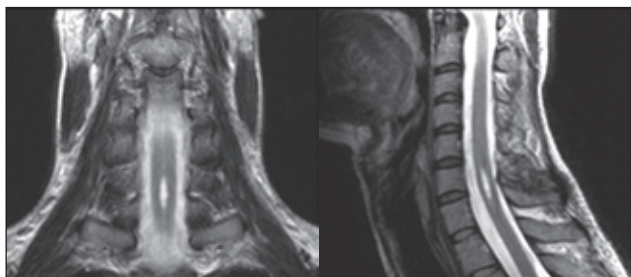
Изображение МРТ пациента А.
